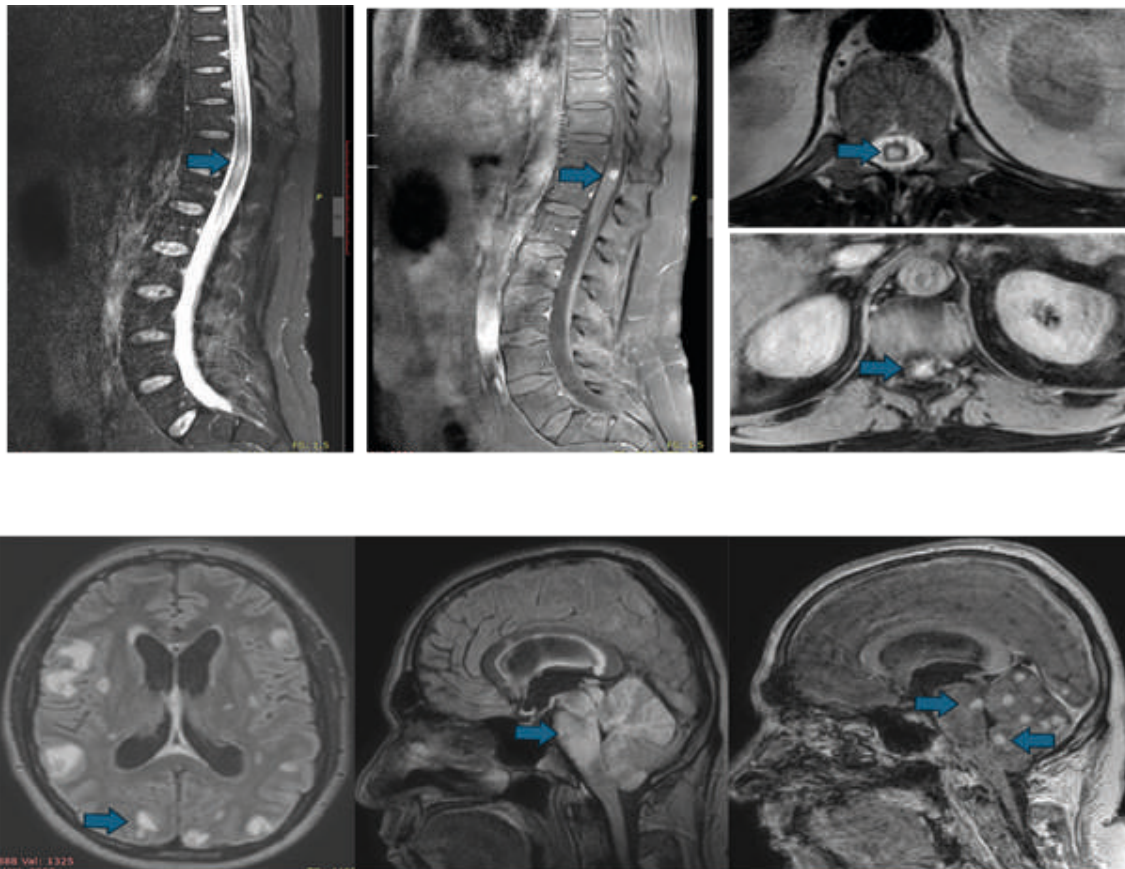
RMI de columna T1 con contraste. RMI de encéfalo FLAIR, T1 con contraste sagital y axial.
